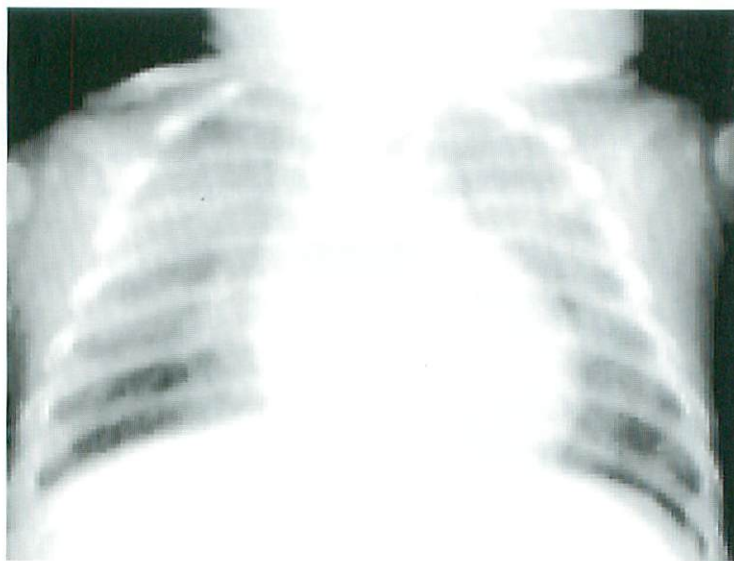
A 2-month-old female infant with AML who received induction therapy developed respiratory distress. Chest X-ray shows diffuse bilateral increased interstitial markings. She was diagnosed with respiratory syncytial virus pneumonia. She progressed to ARDS and died of respiratory insufficiency.
